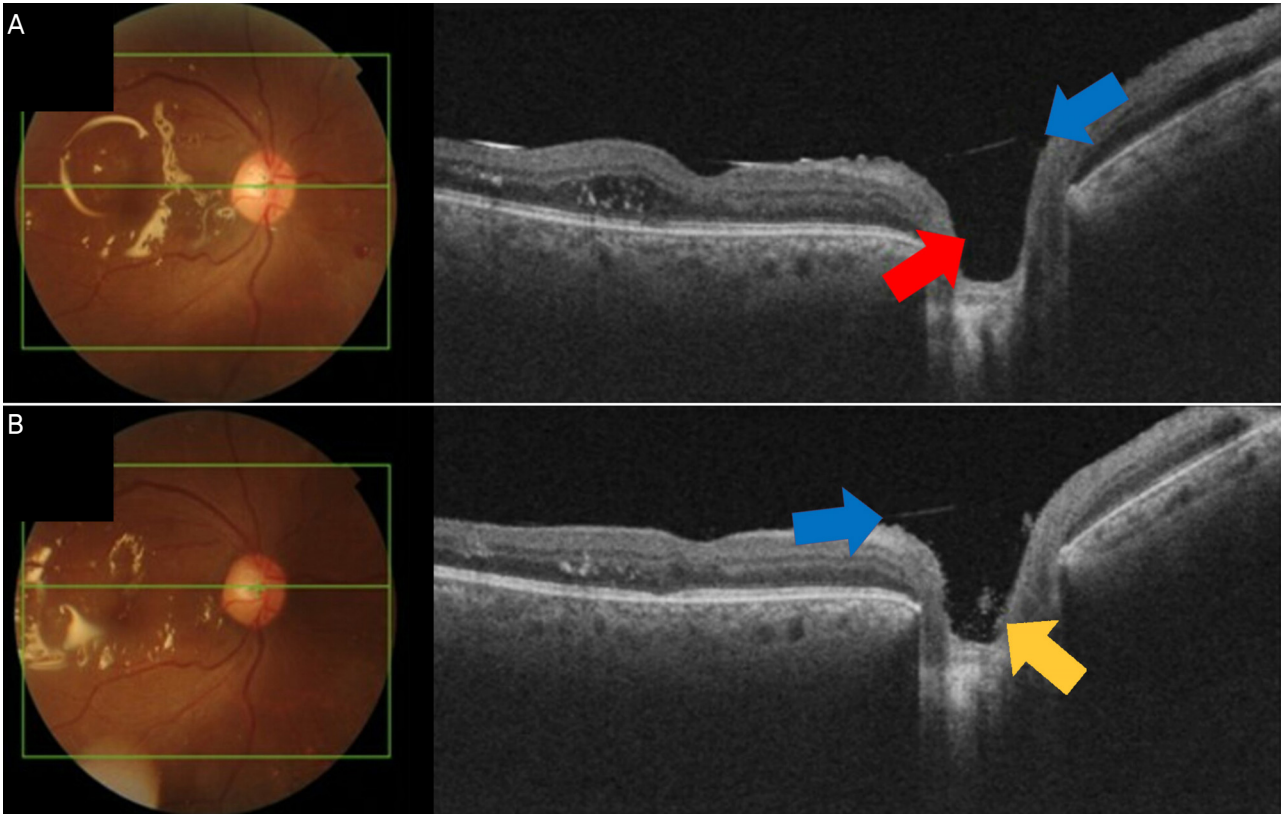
A 63-year-old man, receiving silicone oil (SO) tamponade due to vitreous hemorrhage with high-risk proliferative diabetic retinopathy (A) 2 weeks after tamponade, silicone oil does not enter the optic cup due to its surface tension (red arrow). (B) 3 months after tamponade, there are emulsified or inflammatory components in the optic cup (yellow arrow). This suggests that the optical coherence tomography (OCT) reflectivity of these regions can be increased with SO emulsification. The hyperreflective line representing silicone oil separates the silicone oil body from the optic disc recess (blue arrow in [A, B]).
